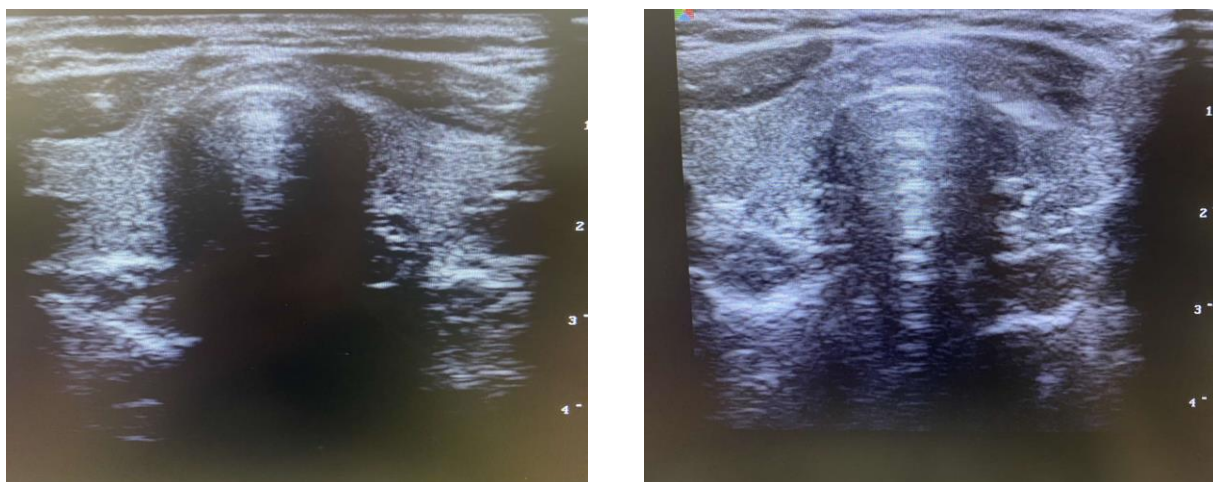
Imagine ecografică a glandei tiroide normale (*original*)
